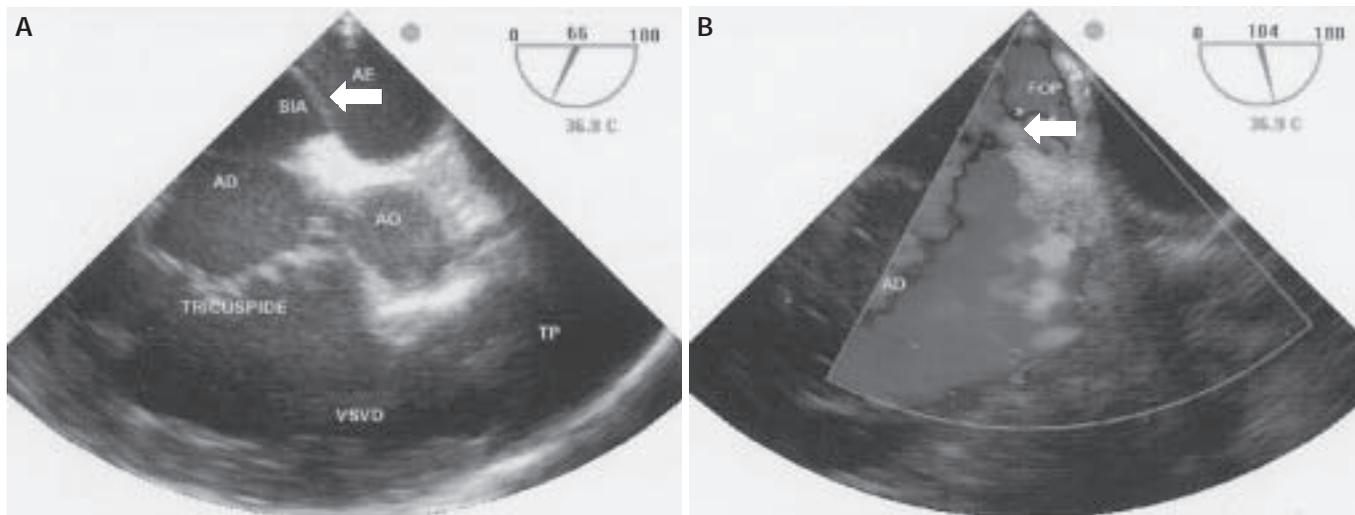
Ecocardiograma transesofágico. A) Presença de dilatação importante de câmaras direitas; a seta mostra o septo interatrial. B) Doppler indicando a presença de forame oval pérvio (seta).
